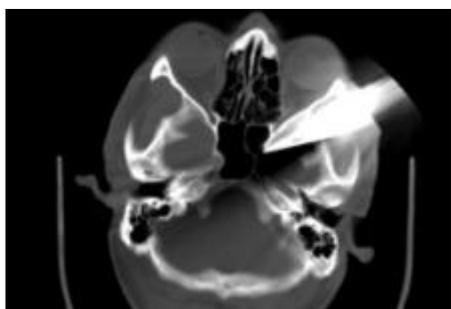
TDM en coupe axiale : couteau implanté au niveau de la région temporale arrivant jusqu'au niveau de la paroi externe du sinus sphénoïdal gauche
